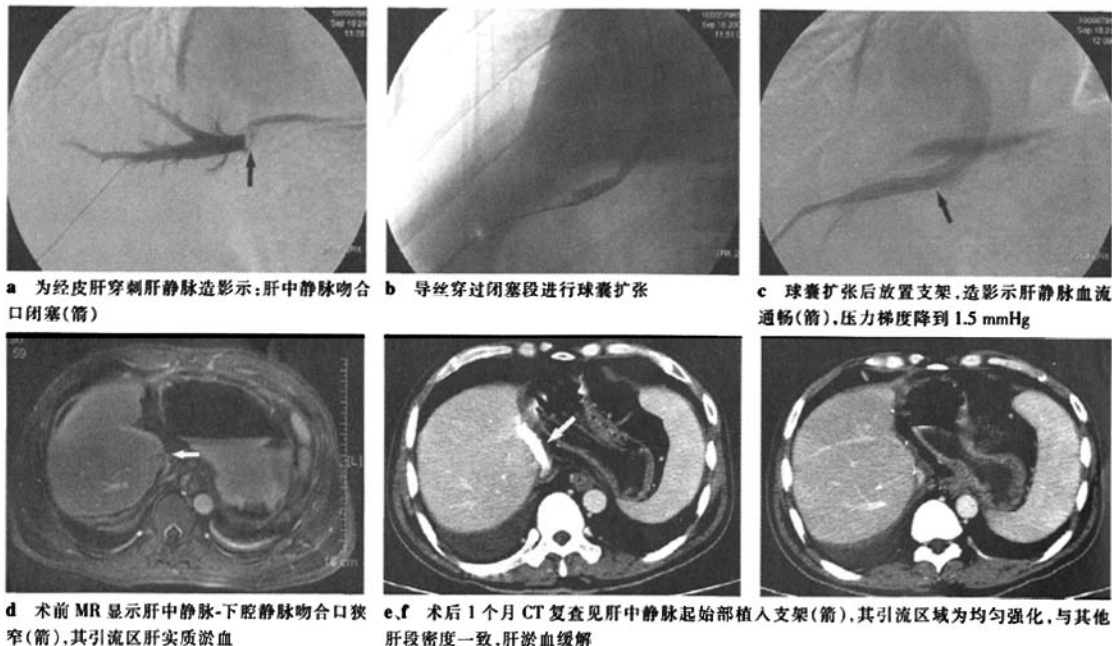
病例 3,为成人右半肝活体肝移植术后 9 d,彩色多普勒超声发现肝中静脉-下腔静脉吻合口闭塞
